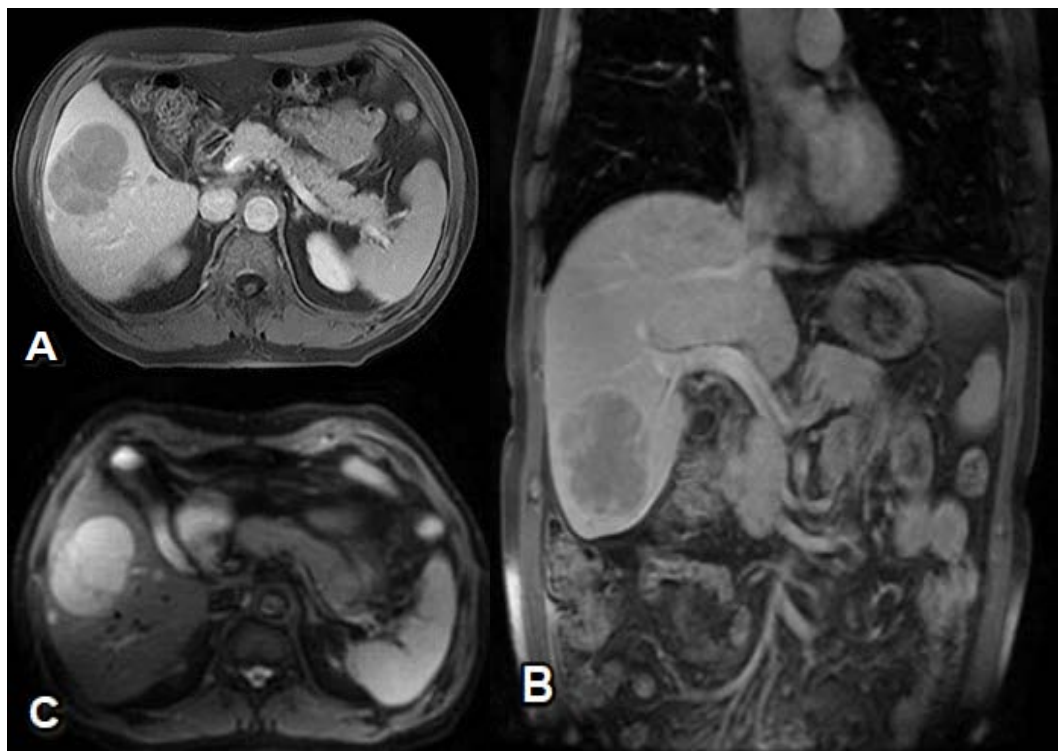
Lymphome hépatique secondaire en IRM dans sa forme typique [89].
